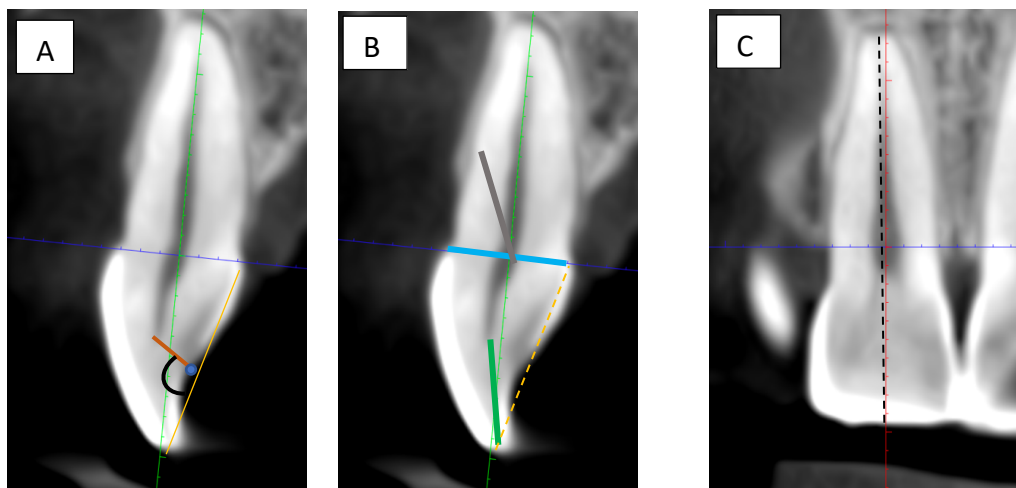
Cortes de CBCT de un ICM. El eje coronal se representa con una línea roja perpendicular a la UAC y al borde incisal. El eje axial aparece como una línea azul en la UAC. El eje sagital se representa con una línea verde. A: Variables objetivo ( $S\bar{A}L$ - $S\bar{B}\bar{A}L$ - $S\bar{B}\bar{U}P$ ); B: Variables de entrada en el plano sagital ( $S\bar{B}L$ - $S\bar{U}VP$ - $S\bar{M}FV$ ); C: Variables de entrada en el plano coronal ( $C\bar{B}\bar{X}$ : longitud total del diente, línea discontinua negra).
